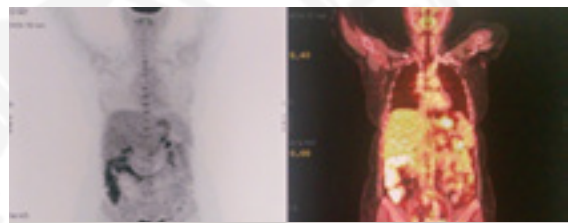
PET-CT de fin de tratamiento. Sin áreas de hipercaptación patológica.
